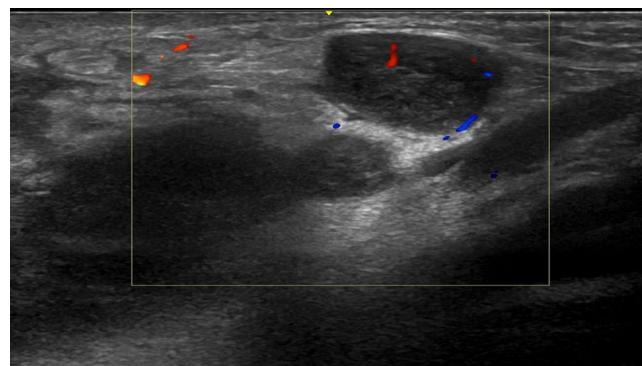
Ecografía inguinal en la que se observa una imagen nodular hipoecogénica compatible con una adenopatía.
